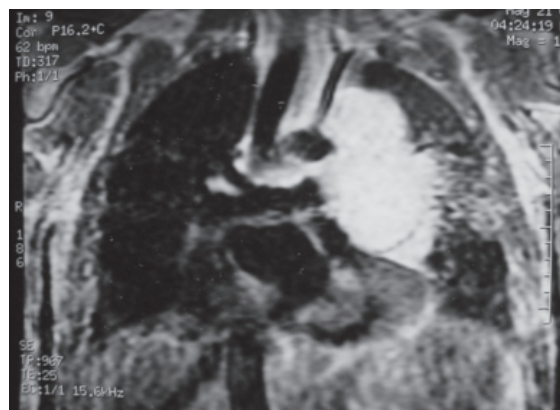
Ressonância de Tórax: volumosa tumoração em mediastino anteromedial à esquerda, sem plano de clivagem com vasos da base do coração
